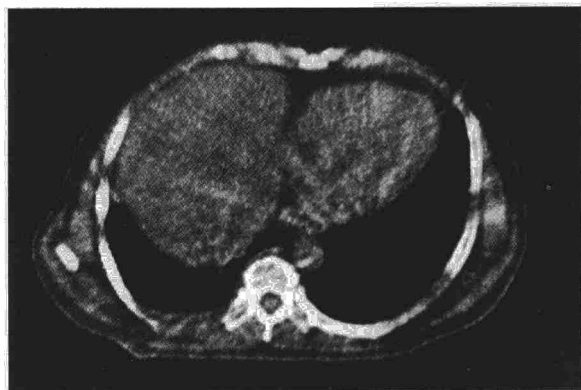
TAC torácico en que se aprecia la masa despegada del corazón.
